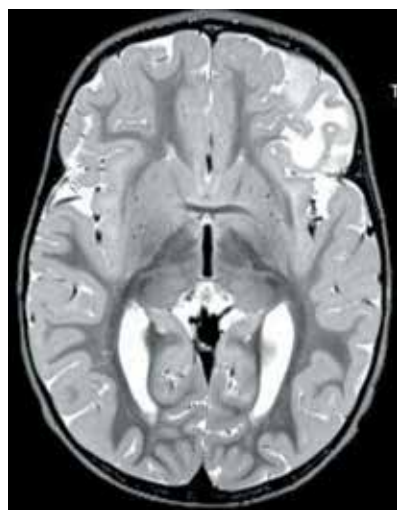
Пациентка С., магнитно-резонансная томография в режиме T2: опухоль в левой лобной области
